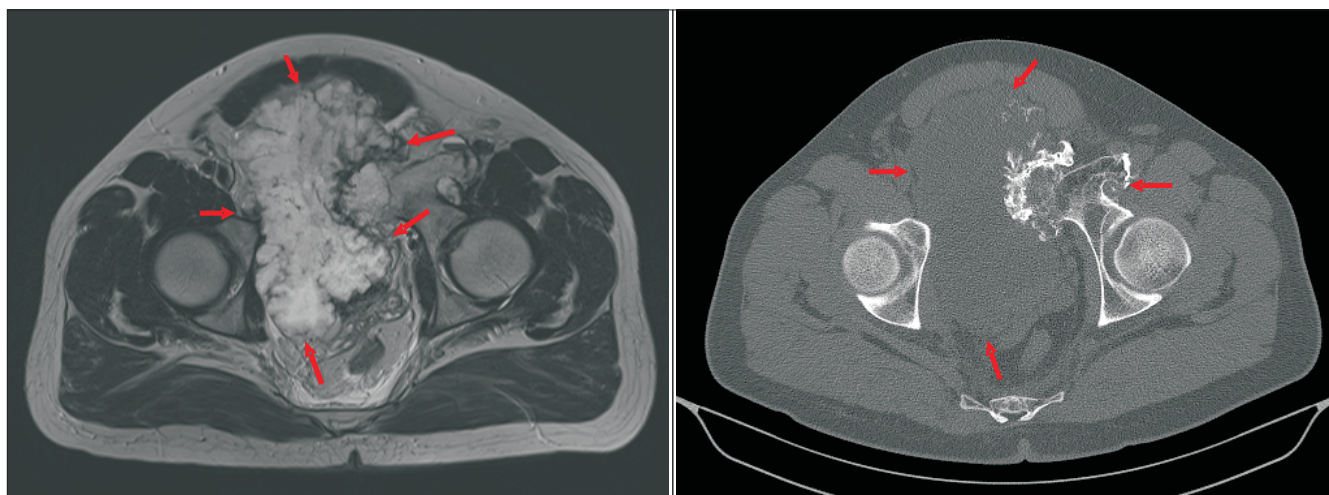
Аксиальные МР- и КТ-изображения пациента
